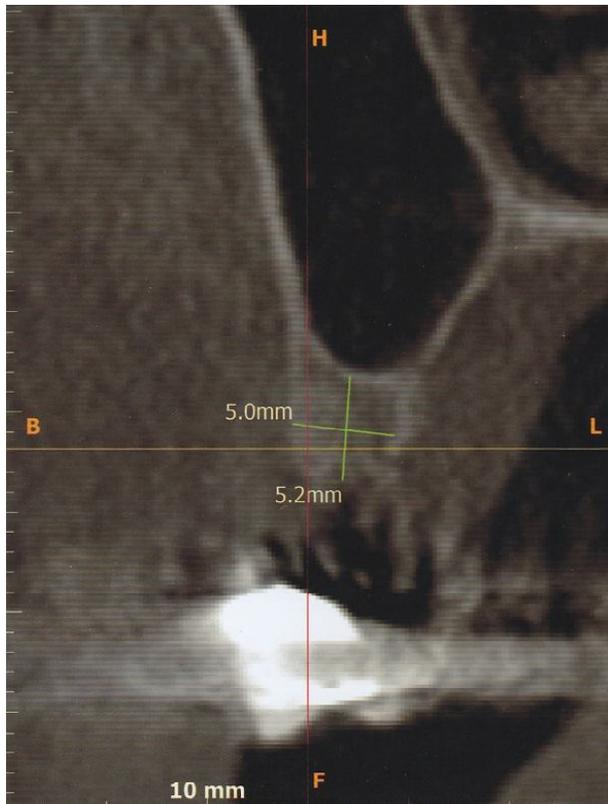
Tomografia Computadorizada pré-operatória (Região 15).
